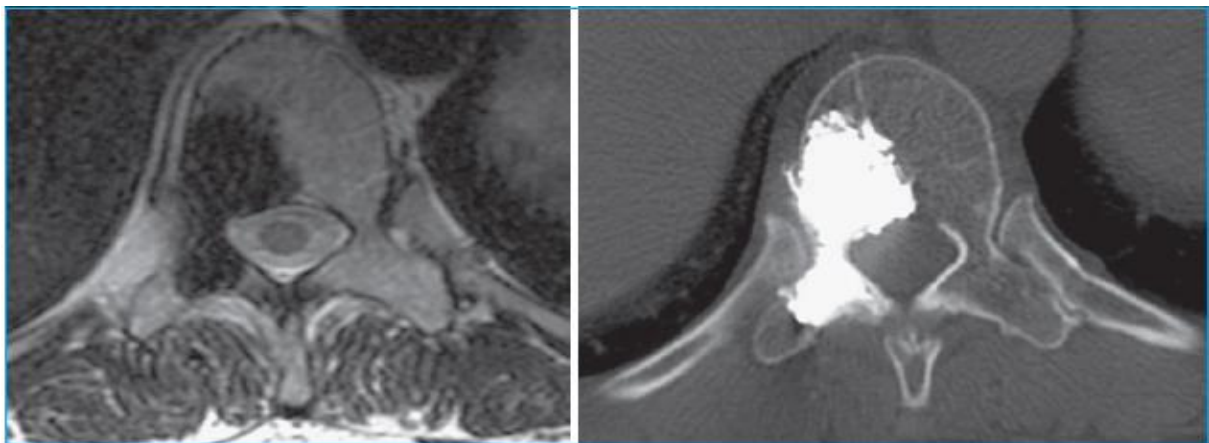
Métastase unique de cancer du sein, envahissant le corps vertébral et le pédicule. IRM avant vertébroplastie et scanner de contrôle post-vertébroplastie. Le cliché montre un remplissage complet de la lésion ostéolytique. [118]
